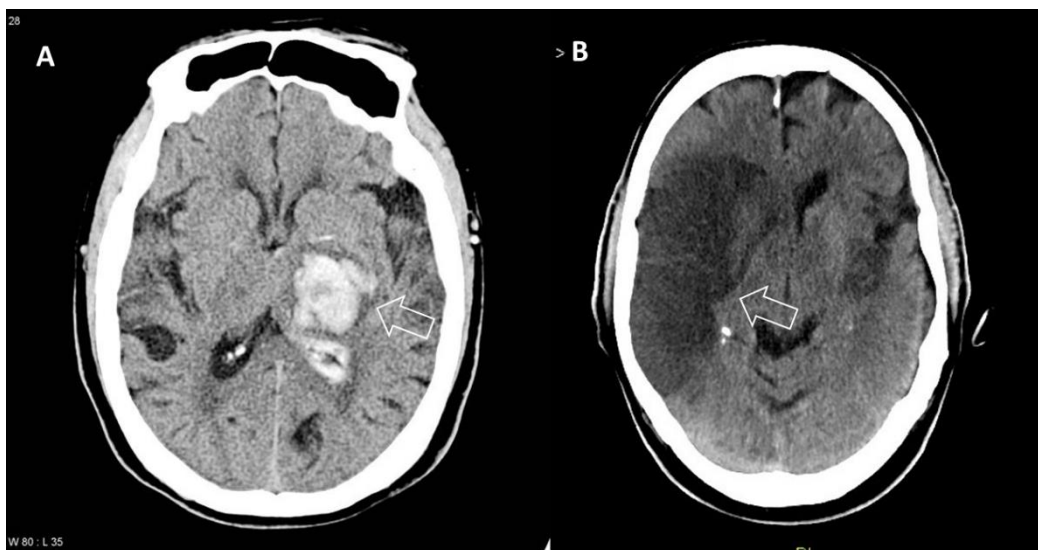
Representação de imagem de Tomografia Computorizada (TC) crânio-encefálica, sem contraste, corte axial com evidência de AVC hemorrágico(A) e isquêmico, no território da artéria cerebral média direita (B)(Bell & Smith, 2015; Sharma, 2024)
